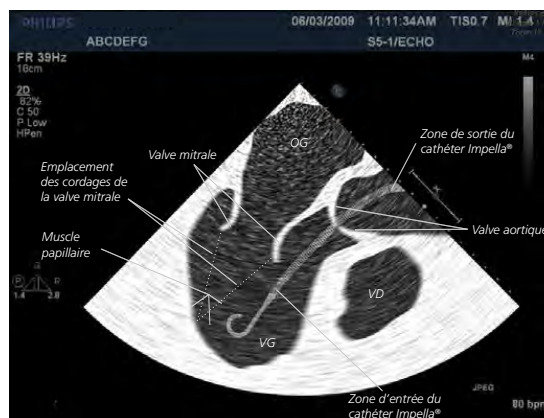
Échocardiographie transœsophagienne (ETO) du cathéter Impella
